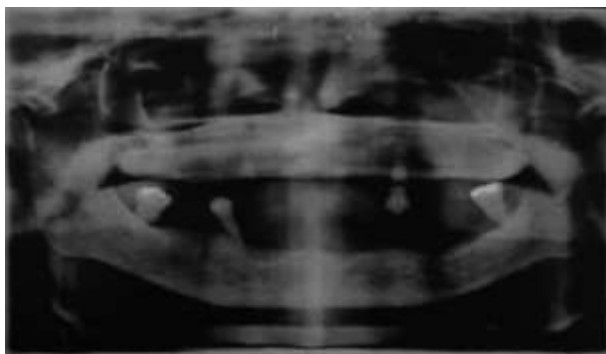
Examen Radiológico, ortopantomografía.
